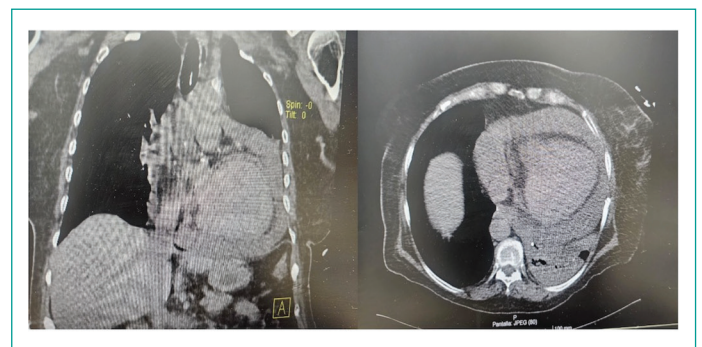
Corte coronal y axial de tomografía simple de tórax que evidencia derrame pericárdico.
